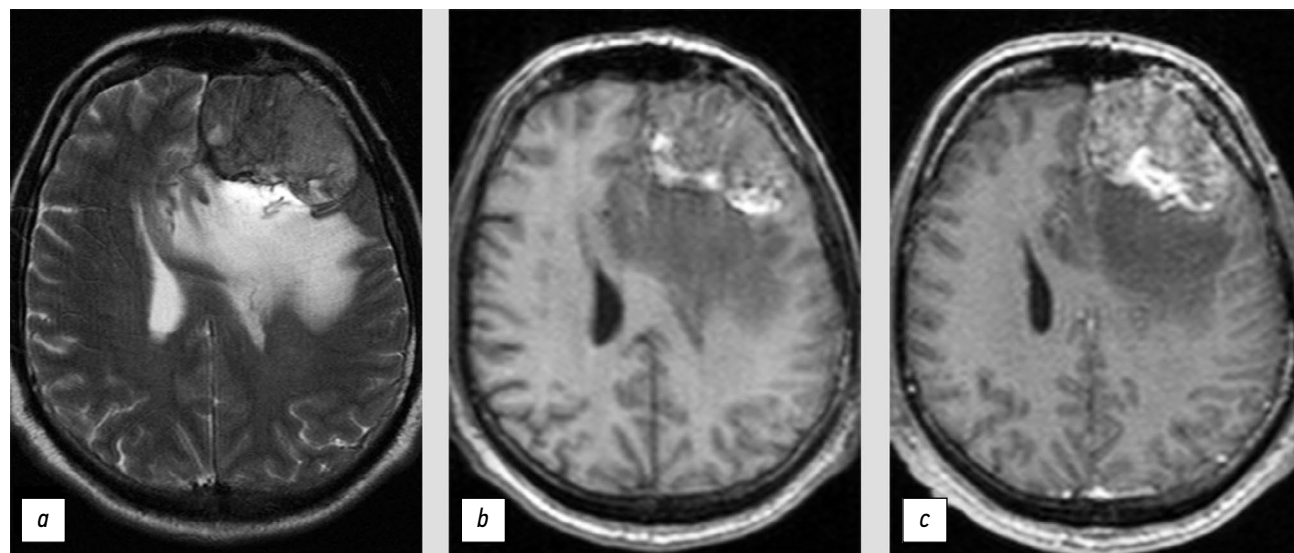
Солитарная фиброзная опухоль, имеющая сходную семиотику магнитно-резонансной томографии со злокачественной менингиомой: *a* — T2-ВИ; *b* — T1-ВИ; *c* — T1-СЕ.
